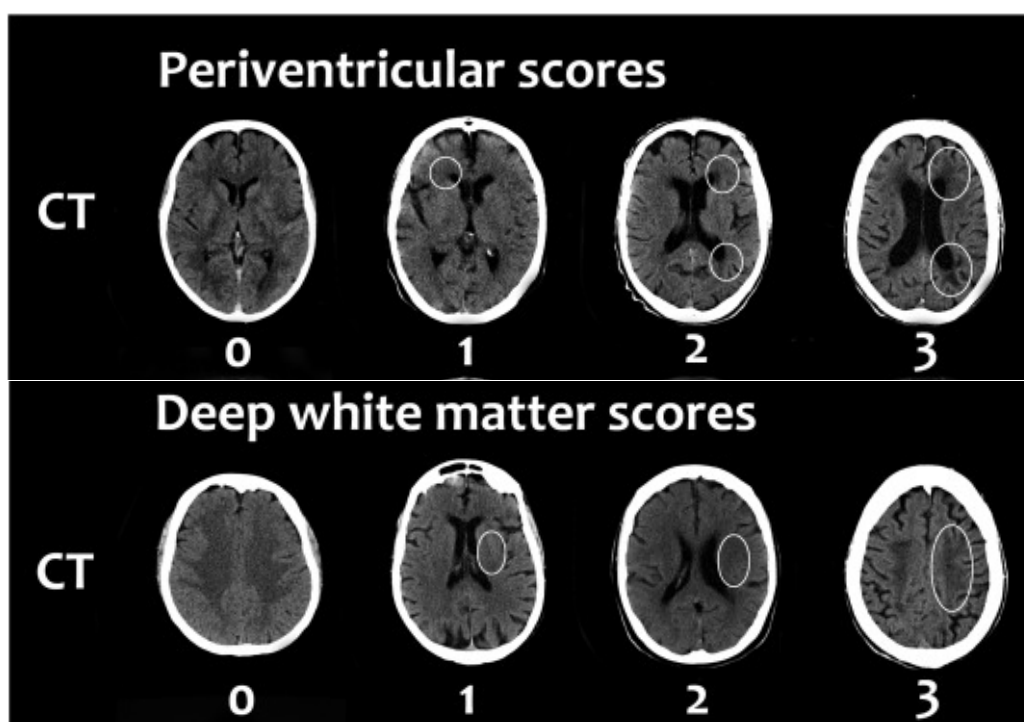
Evaluarea hipodensităților substanței albe la tomografia computerizată a pacienților cu accident vascular cerebral folosind scorul Fazekas [154].
